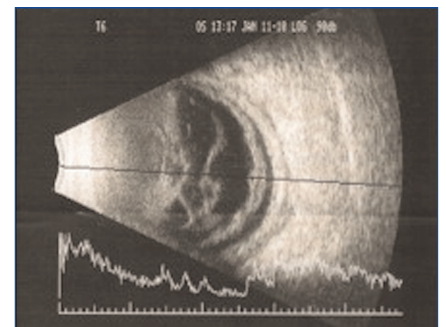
Ecografía ocular.
